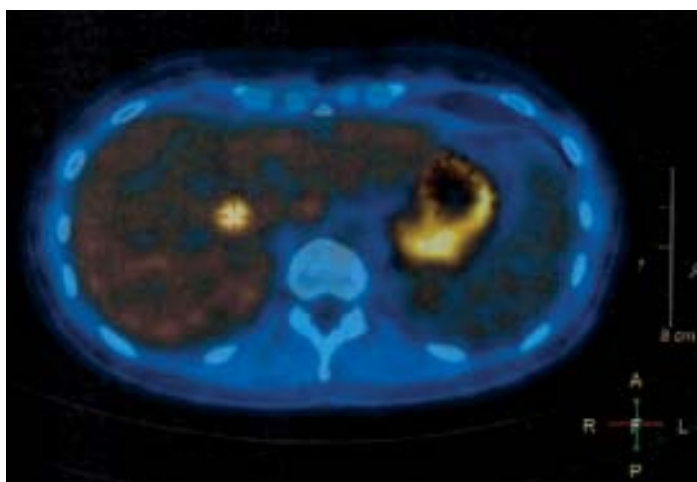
ПЭТ-КТ метастатический очаг в печени.
